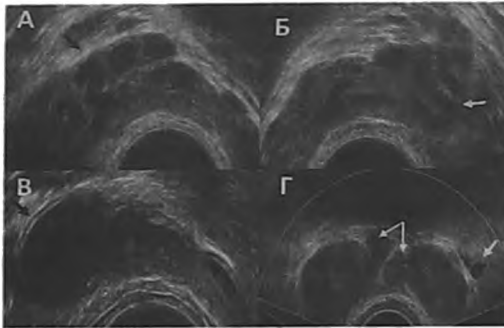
Различные варианты везикулостаз при хроническом простатите. ТРУЗИ. А. Типичный вариант. Кистозная трансформация СП. Сотовый рисунок СП. Стенка и септы СП не изменены. Б. Извитая форма основного канала СП (стрелка). В. Нормальная трехслойная структура стенки СП (стрелка). Взвесь в полости СП, обусловленная длительным везикулостазом. Г. Режим ЦДК. Редкий вариант. Мешотчатая форма СП. СП и ампулы СВП заполнены гипозоногенным секретом вследствие длительного везикулостаз. Двустороннее расширение СВП - вазостаз (стрелки). Структура СП - аваскулярная. Сосуды внутреннего полового венозного сплетения (стрелка)
